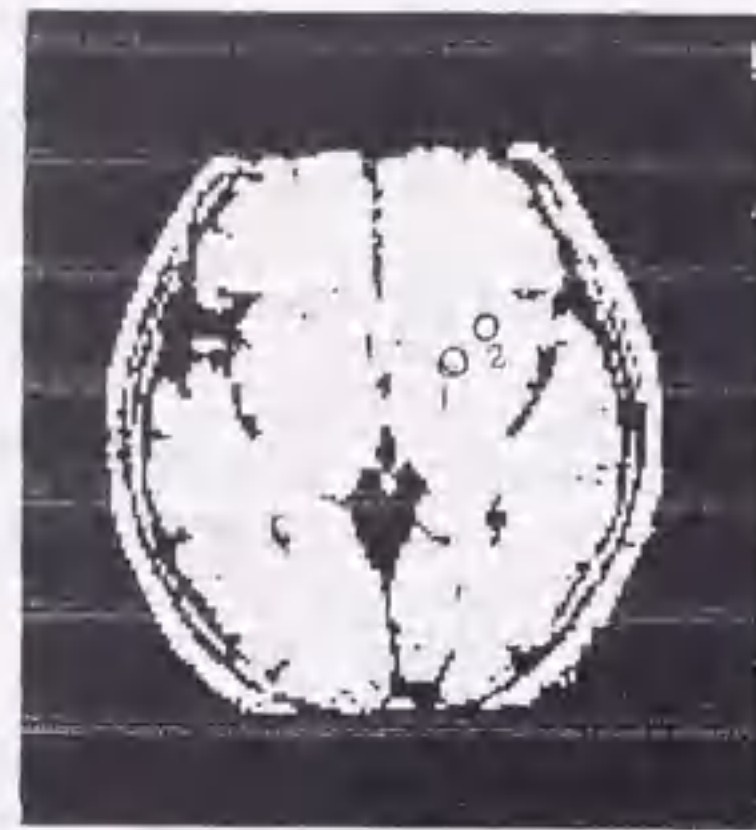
Intensity of globus pallidus and putamen in all patients and controls were measured on MRI as shown in this figure, and GP index was calculated by deviding the intensity of globus pallidus by that of putamen.
